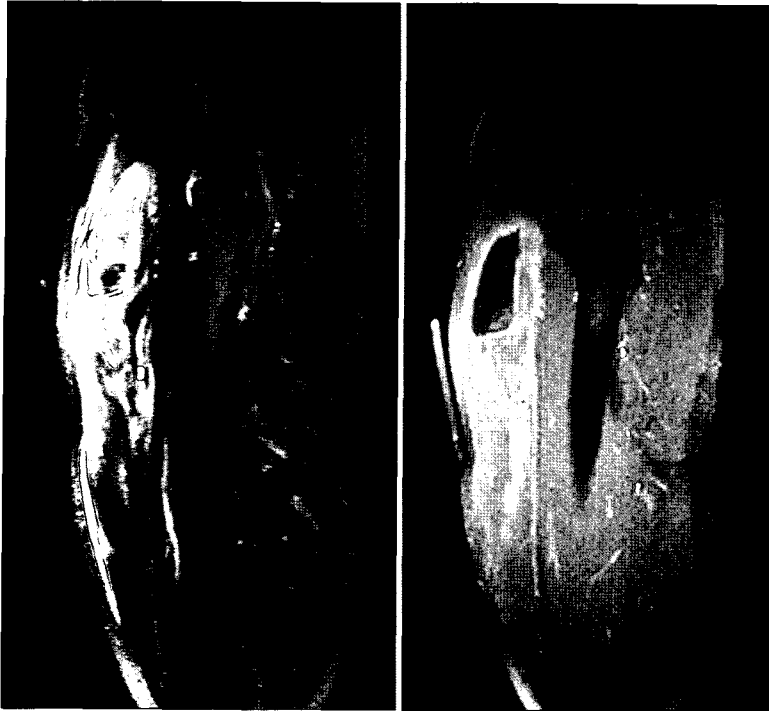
A T1 weighted sagittal image of MRI shows inhomogeneous dark signal mass lesion and intermediate signal mass at T1 weighted image at the middle of the thigh.
